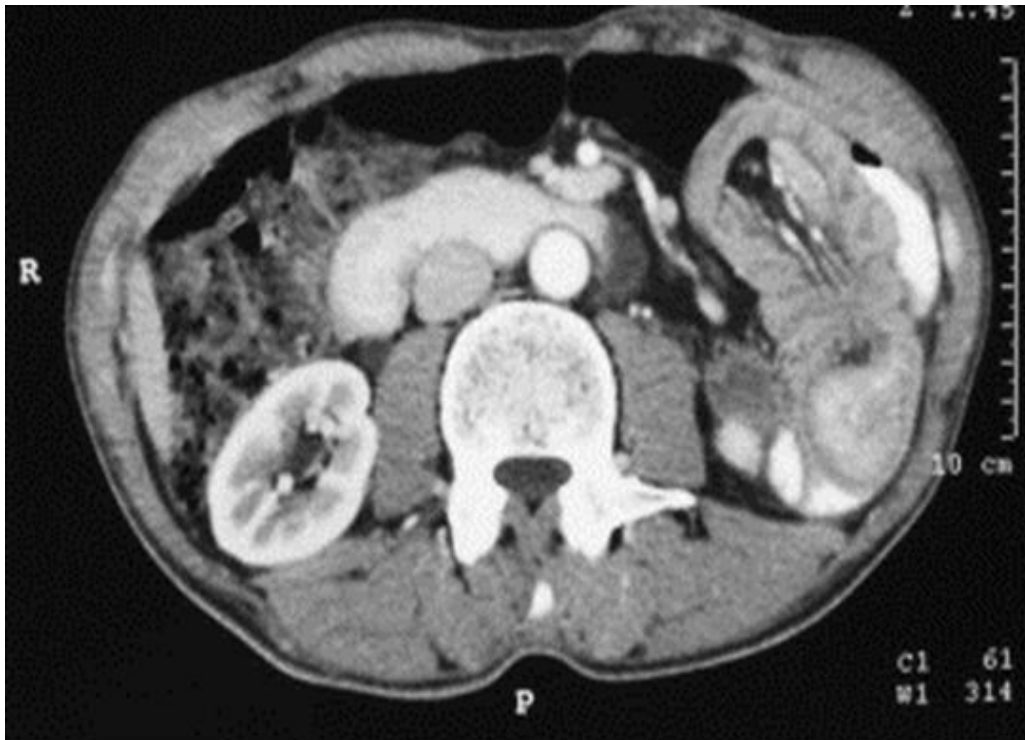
TDM abdominale : Coupe transversale objectivant une image en cible caractéristique de l'invagination intestinale.
